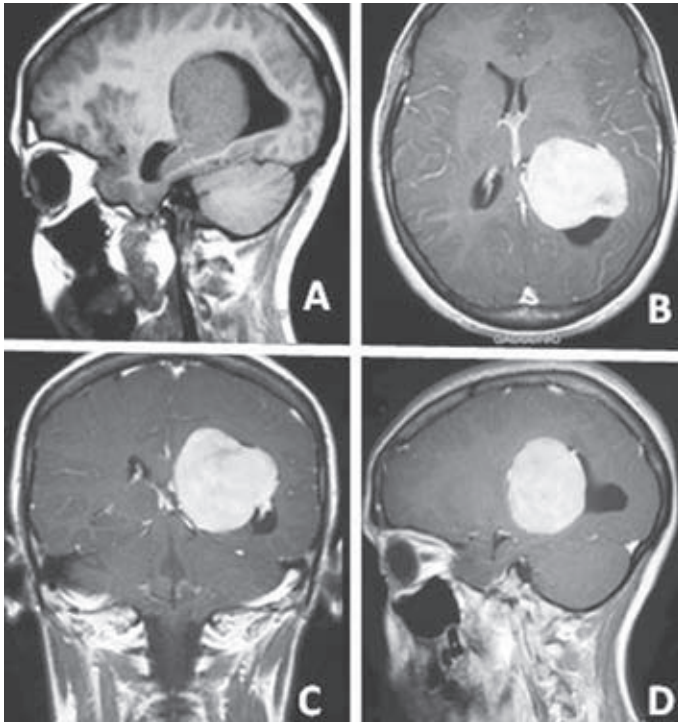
Imágenes de RM correspondientes al caso 1. A: corte sagital de RM potenciada en T1, observándose la lesión isointensa respecto al resto del parénquima. Tras la administración de contraste se objetiva una captación intensa y homogénea. B, C y D: cortes axial, coronal y sagital de RM potenciada en T1 tras administración de gadolinio.
